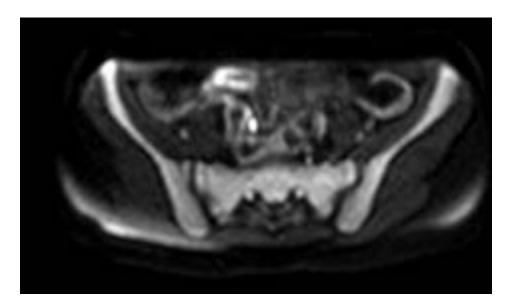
ERM axial DWI b=1000
